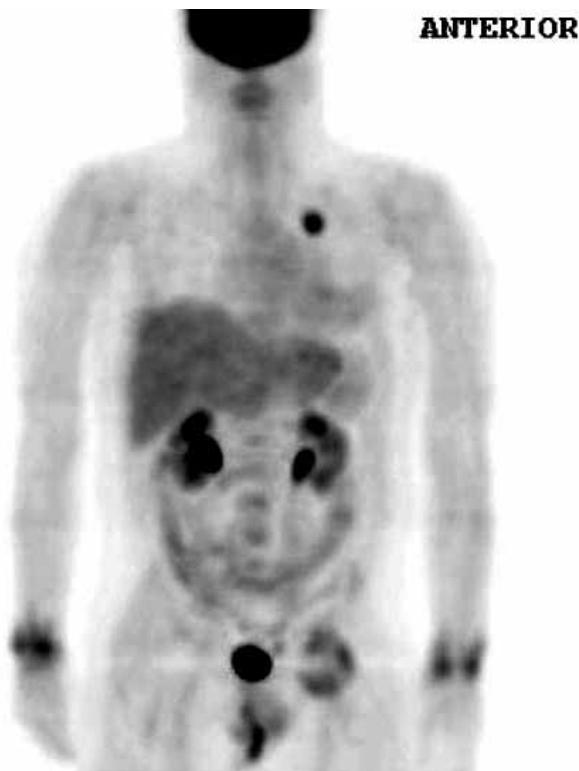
Nódulo pulmonar solitario en pulmón izquierdo visto con tomografía de emisión de positrones. Se descartan adenopatías mediastínicas infiltradas y metástasis a distancia. El enfermo portador, además, de una artritis reumatoide, tiene moderada captación en ambas regiones carpianas. El resto de captación, en hígado y sistema excretor renal es normal en la metabolización y excreción del marcador.
